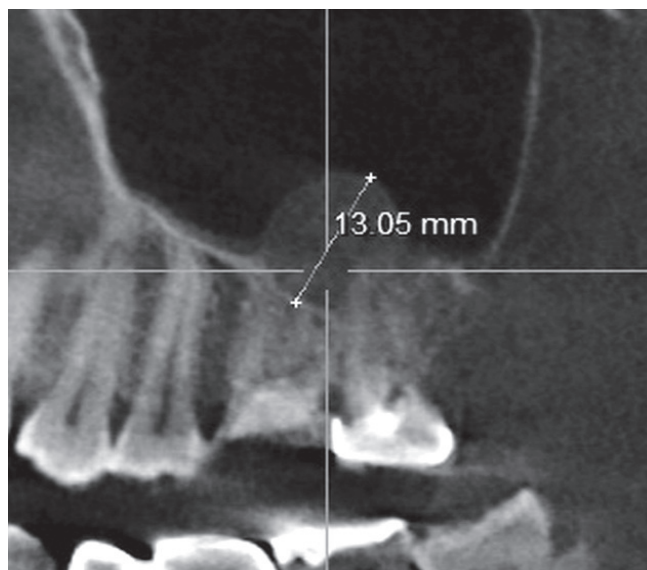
На сагитальном срезе КТ определяется апикальная киста в гайморовой пазухе
